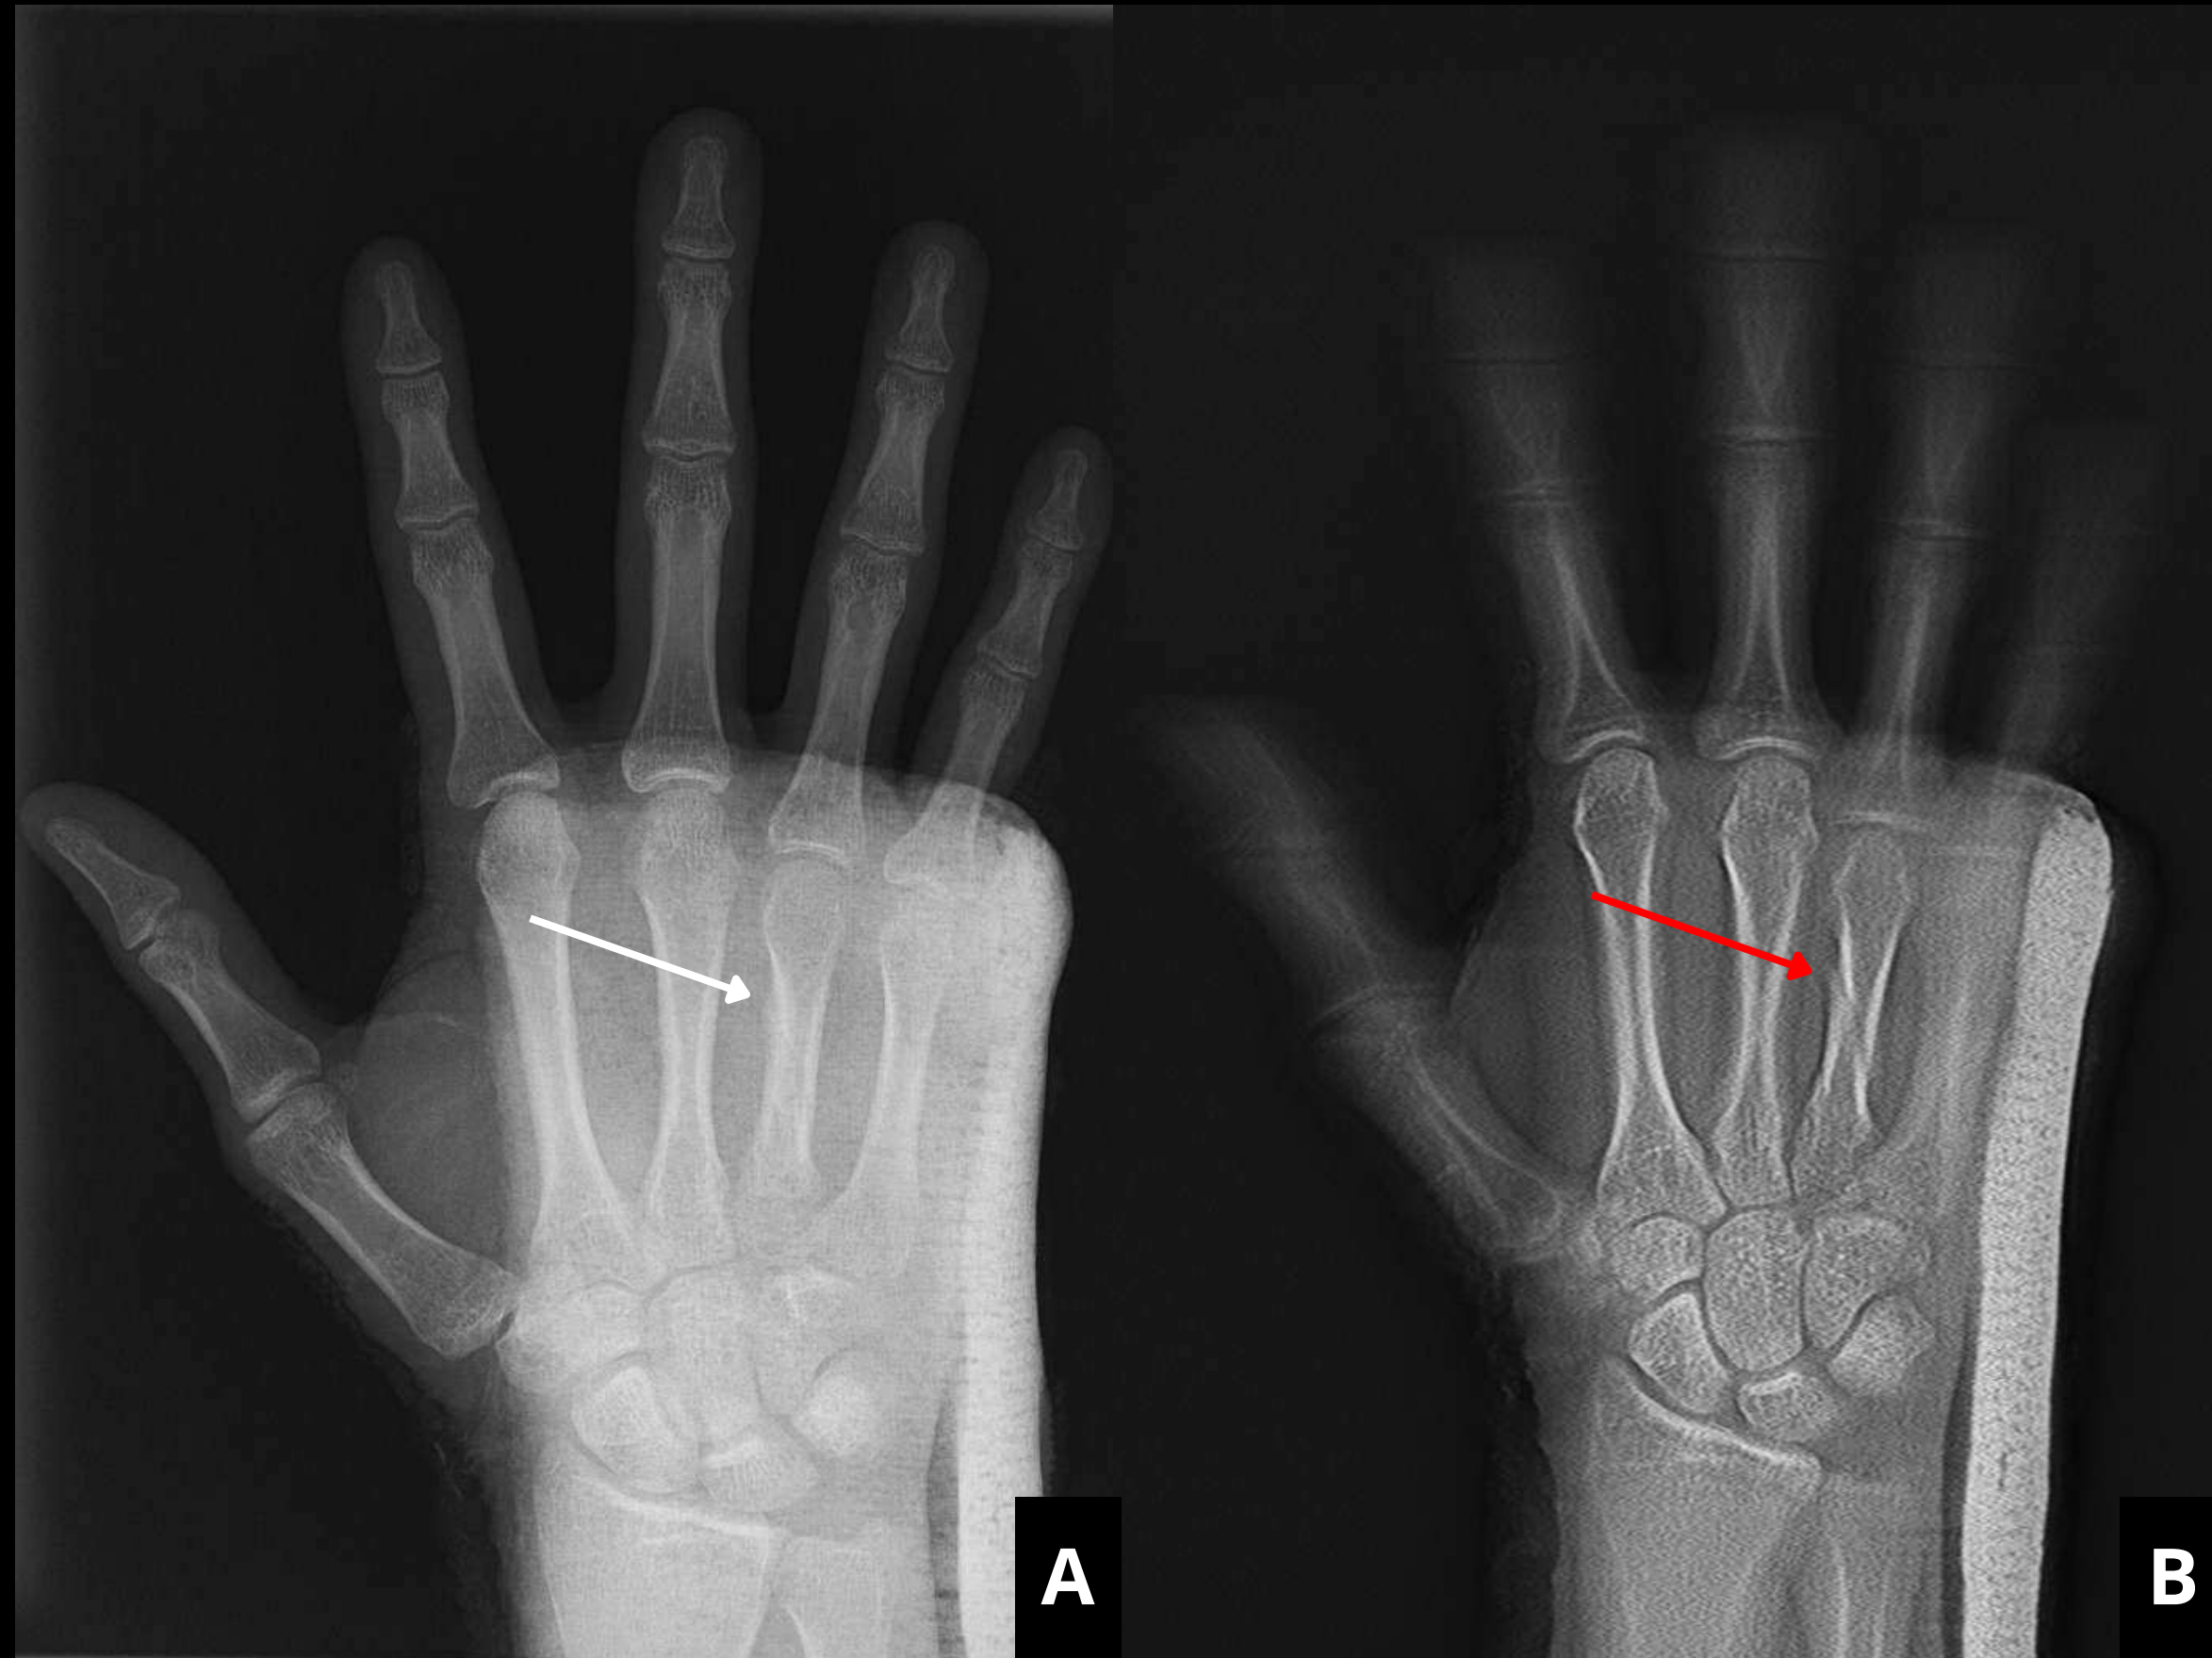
Radiografía simple (A) y tomosíntesis (B) de la mano, proyección AP. Irregularidad cortical en el cuerpo del cuarto metacarpiano (flecha blanca), correspondiente a la persistencia de la fractura oblicua previamente conocida (flecha roja), sin formación de callo óseo.
